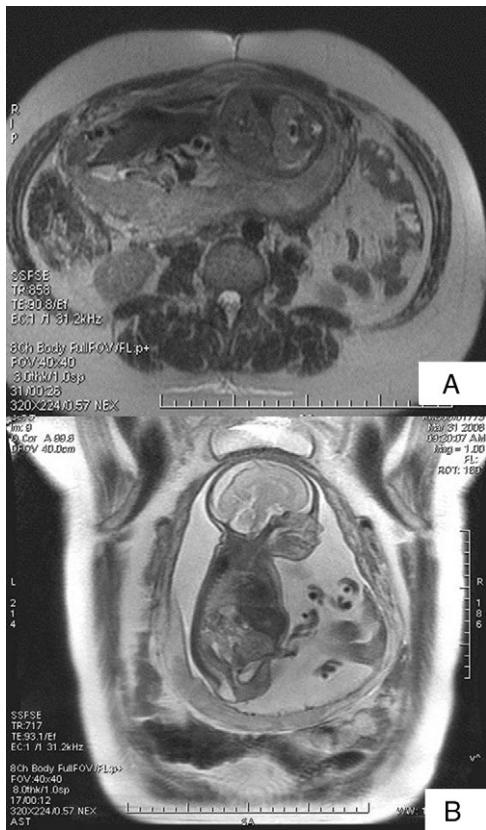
A) Imagen axial de resonancia fetal, *single-shot fast spin echo* (SSFSE) potenciada en T2: se observan riñones en herradura y arteria umbilical única en el feto. B) Imagen coronal de resonancia fetal, SSFSE potenciada en T2: la imagen muestra hiperlordosis lumbar fetal.
